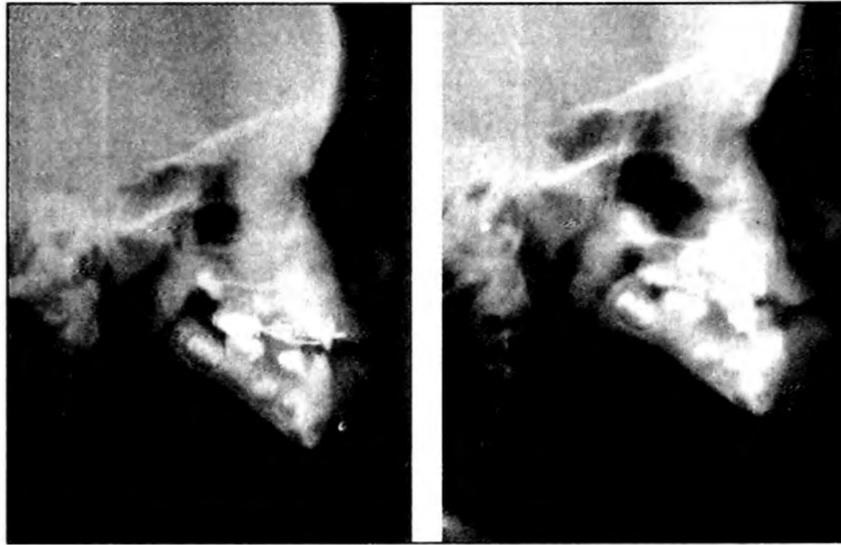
Teleradiografía lateral de cráneo de paciente pediátrica, caso 1. Teleradiografía lateral de cráneo inicial para confirmación diagnóstica y Teleradiografía lateral de cráneo posterior al tratamiento ortopédico.
